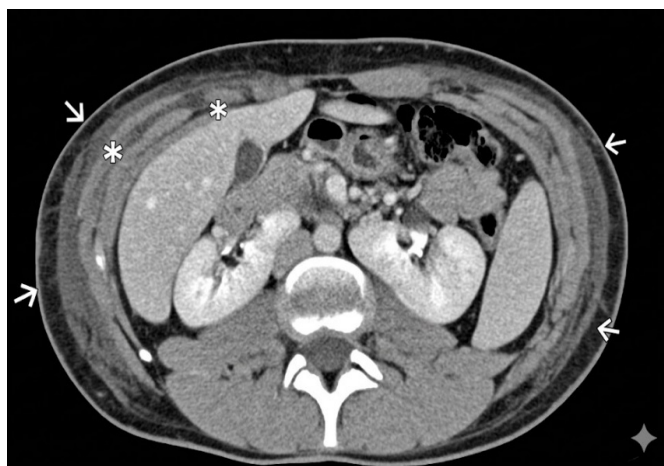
Tomografia computadorizada axial abdominal a revelar edema muscular (*) que diseca espaços entre o músculo transverso, oblíquo interno e oblíquo externo. Edema sobre o plano muscular circunferencialmente (→).
